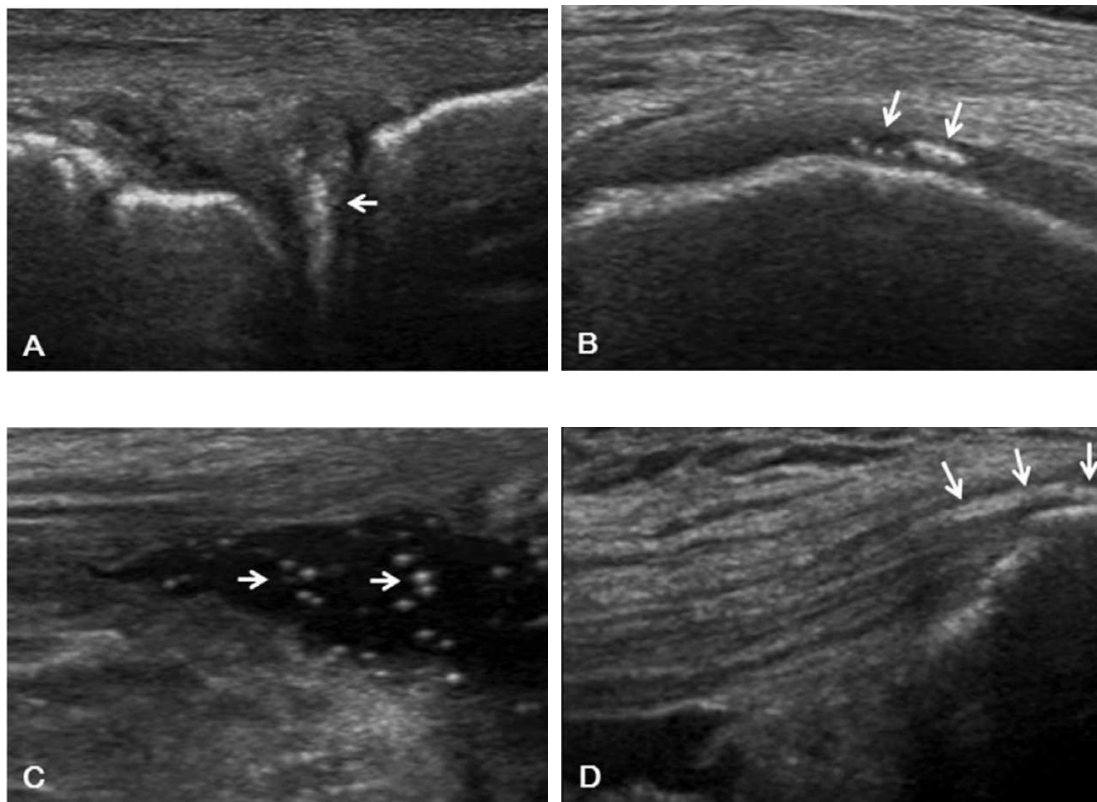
Dépôts hyperéchogènes de CPP aux genoux, en échographie. A: Dans le ménisque latéral. B: Dans le cartilage hyalin. C: Dans le liquide synovial. D: Dans le tendon quadricipital – D'après Lee et al. (18)
